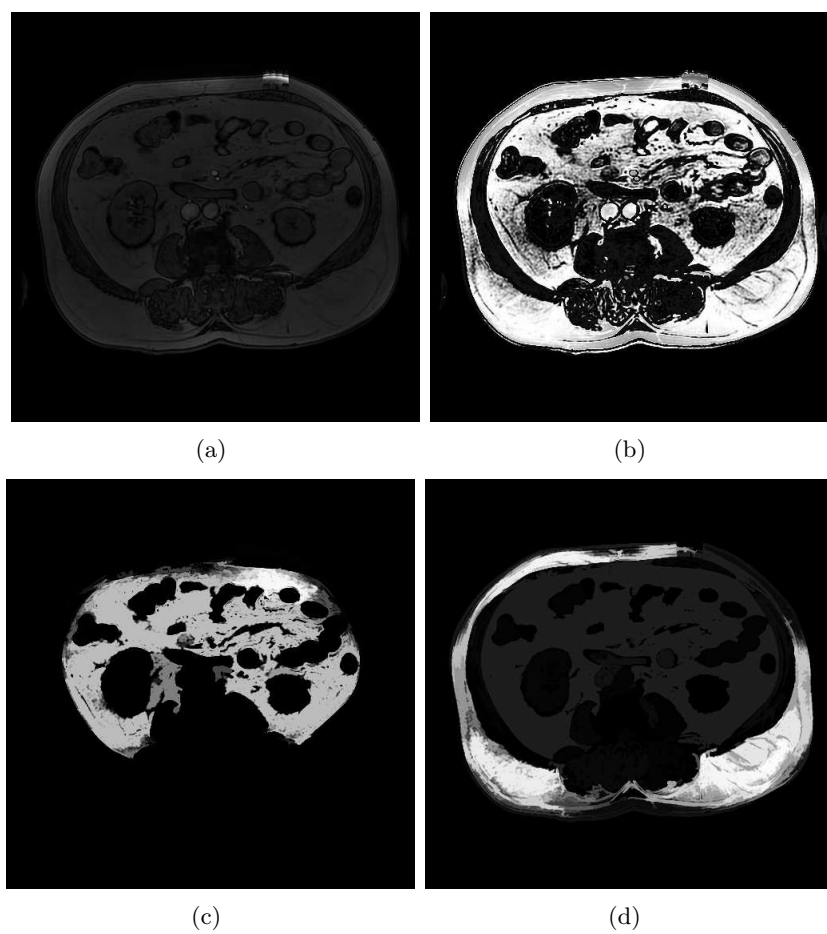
Résultats de la classification floue généralisée (a) sur une coupe IRM abdominale (a) après connectivité floue pour la graisse viscérale (b) et la graisse sous-cutanée (d).
